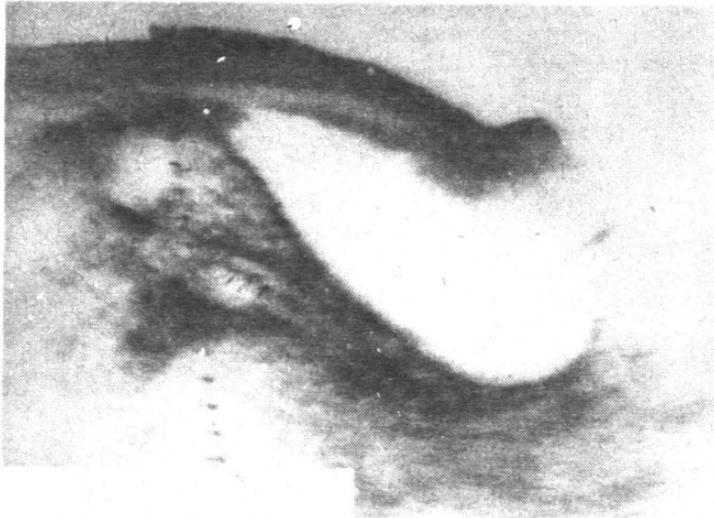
X-ray showing IUD and uterine sound together in utero.
